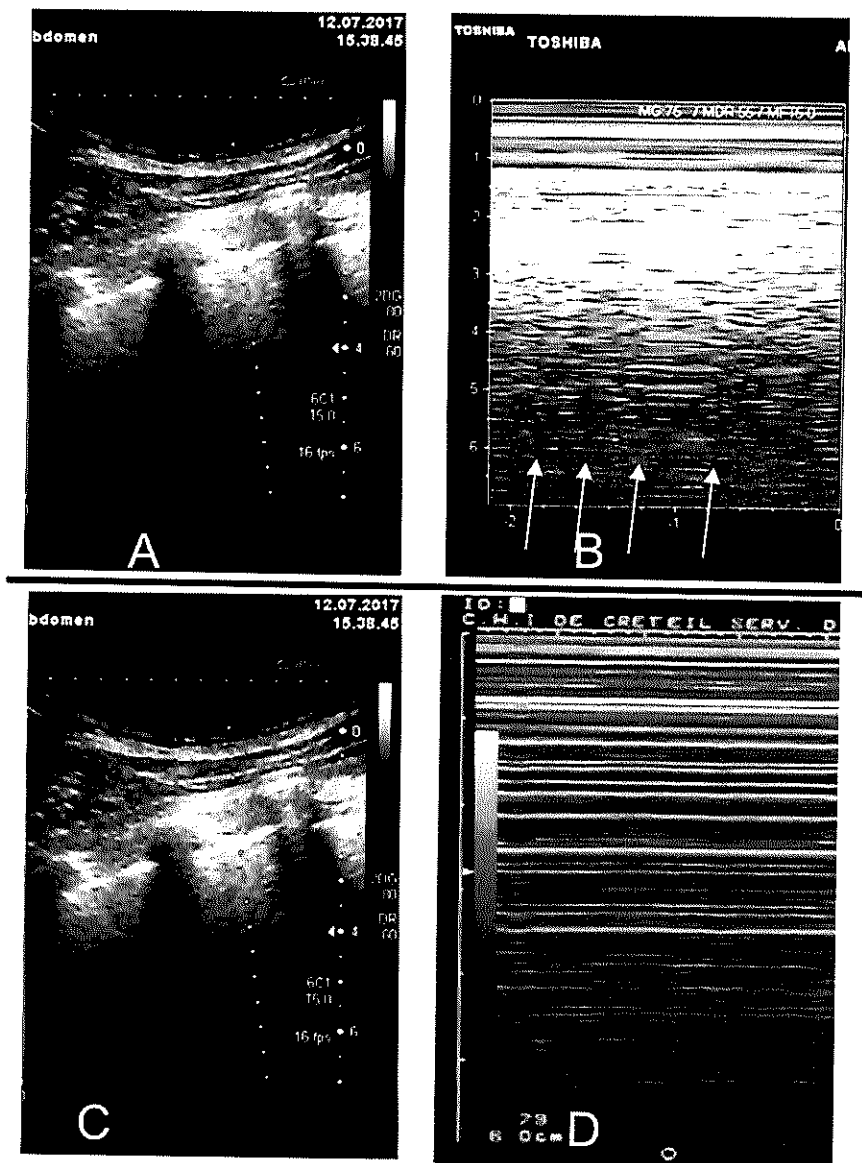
Mise en évidence d'un pneumothorax par échographie
